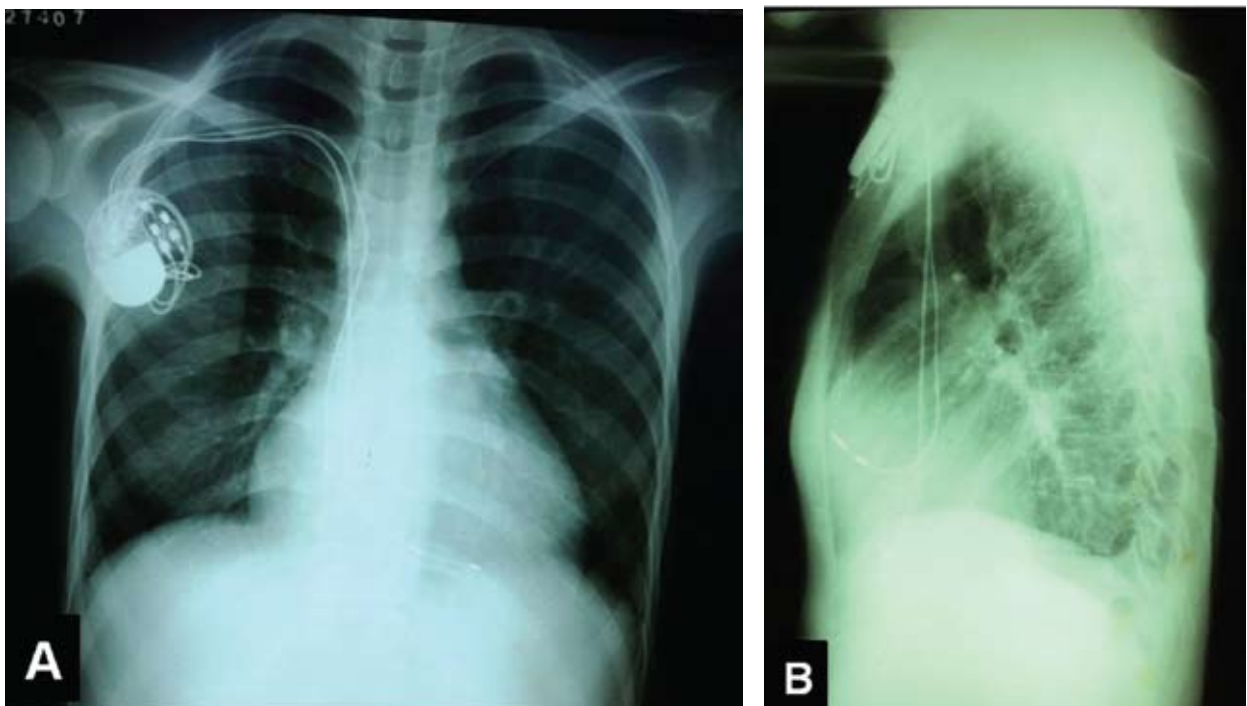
Telerradiografía de tórax de frente (A) y perfil (B). Índice cardiotorácico de 0,53 y marcapasos.
